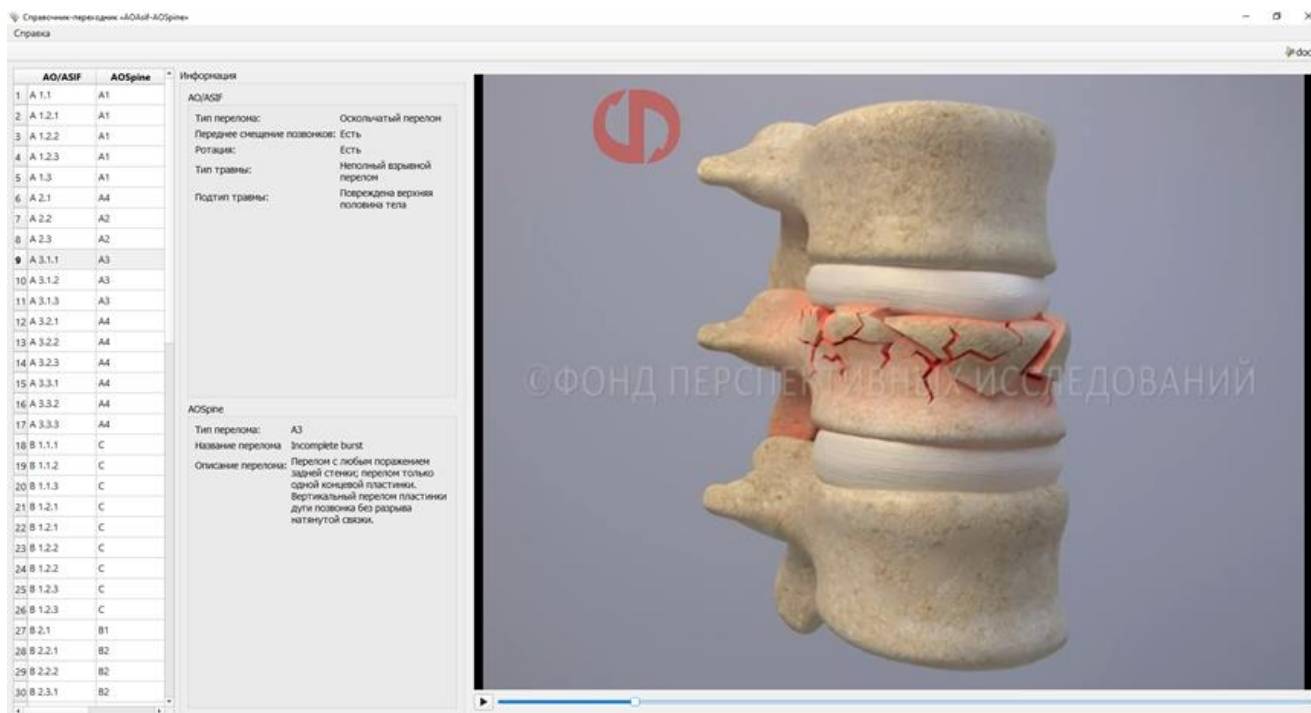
КТ поврежденного L1 позвонка. Тип A3 по классификации AOSpine. Справочник-переходник с трехмерным изображением данного типа повреждения
